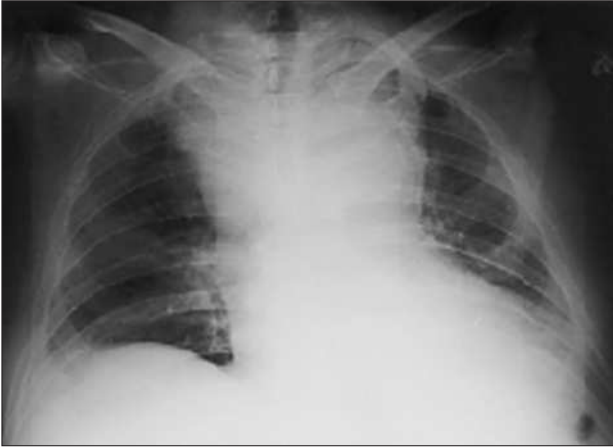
Ensanchamiento mediastínico evidente en la radiografía de tórax.
